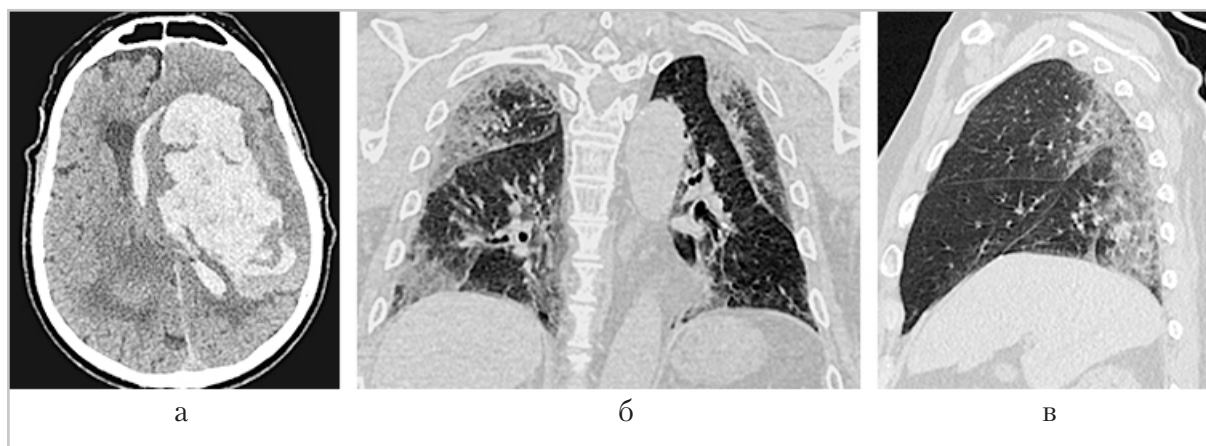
Компьютерные томограммы головного мозга и легких: аксиальная (а), коронарная (б) и сагиттальная (в) проекции. Пациент П., 71 год. ОНМК по геморрагическому типу с формированием внутримозговой гематомы левого полушария мозга, с прорывом в желудочки мозга, с дислокацией срединных структур. Двусторонняя вирусная пневмония, с высокой вероятностью вызванная вирусом SARS-CoV-2 (КТ 2–3)
